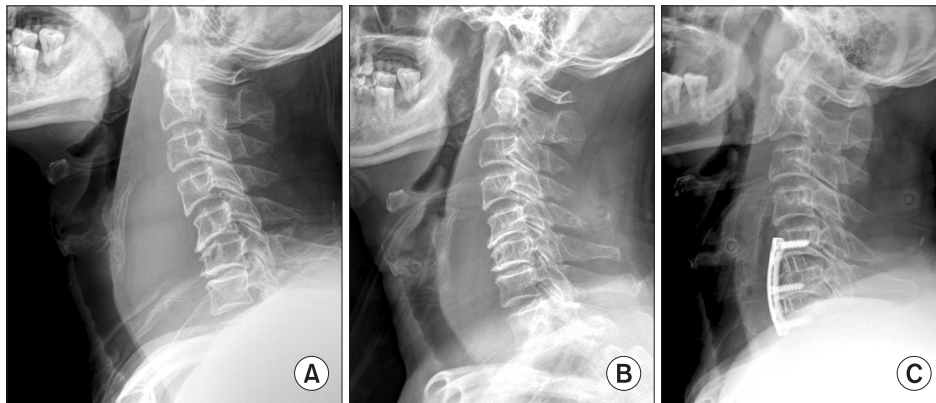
(A) Initial C-spine lateral radiograph shows extensive prevertebral soft tissue shadow (retropharyngeal space at C3: 29.3 mm, retrotracheal space at C6: 53.9 mm) without fracture/dislocation from C1 to thoracic area. The retropharyngeal space lies between the pharynx the pharynx and the cervical spine. (B) Post-trauma 1 week C-spine lateral radiograph shows the decrease of prevertebral soft tissue shadow compare to initial C-spine lateral radiograph. (C) Immediate post-operative C-spine lateral radiograph showed marked decrease of prevertebral soft tissue shadow and anterior cervical discectomy and fusion with plate and cage construct at C5-7.
